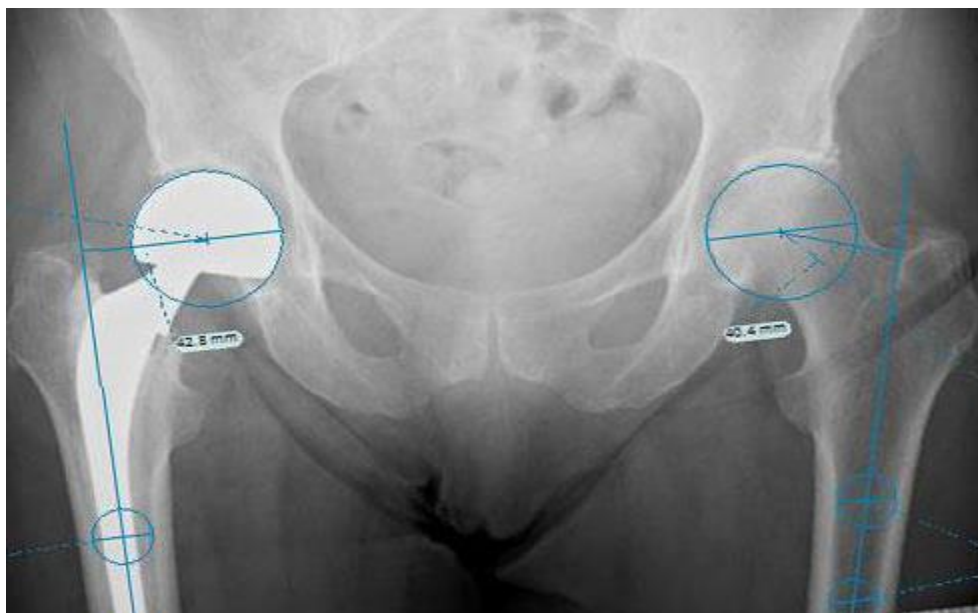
radiographie d'une prothèse bipolaire avec calcul de l'offset. (Photo HMRUC)
